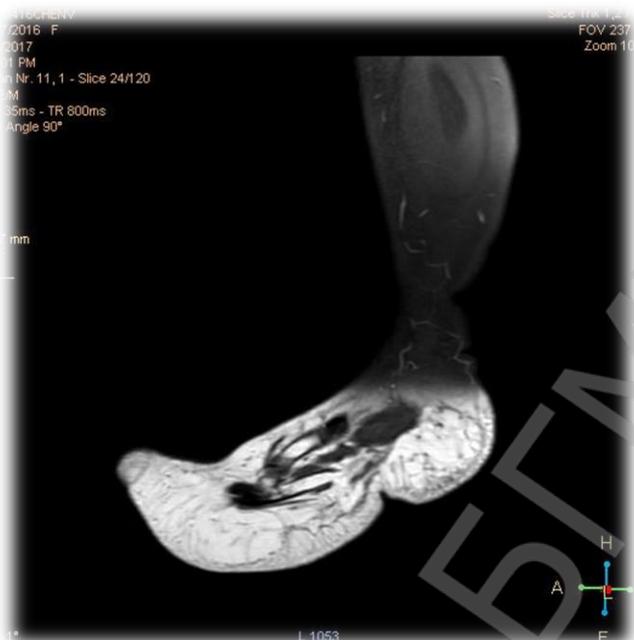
МРТ голени и стопы ребенка Н.
